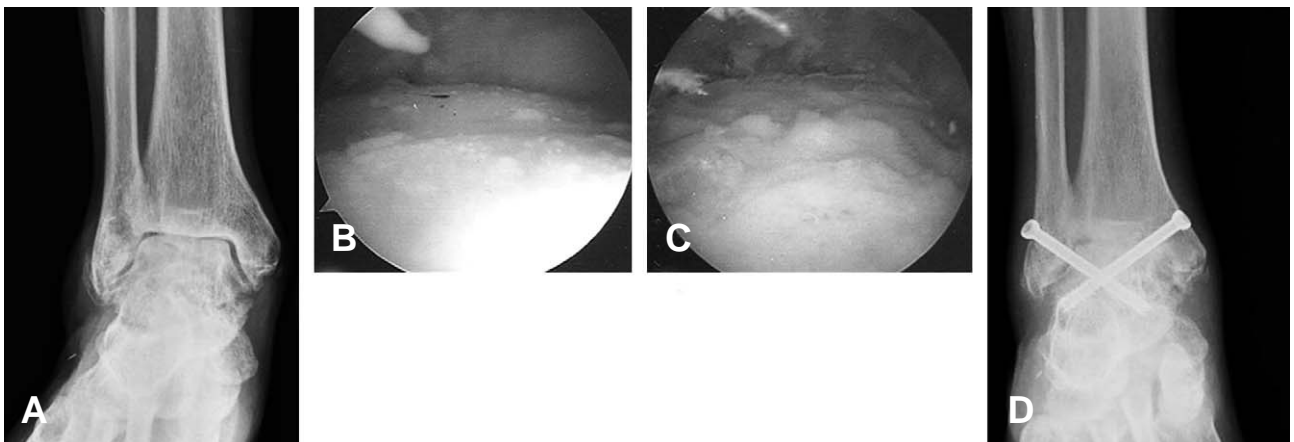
관절경을 이용한 족관절 유합술. (A) 수술 전 전후면 단순방사선 사진 (B) 수술전 관절경 소견 (C) 변연절제술 후 관절경 소견 (D) 수술 후 전후면 단순방사선 사진
